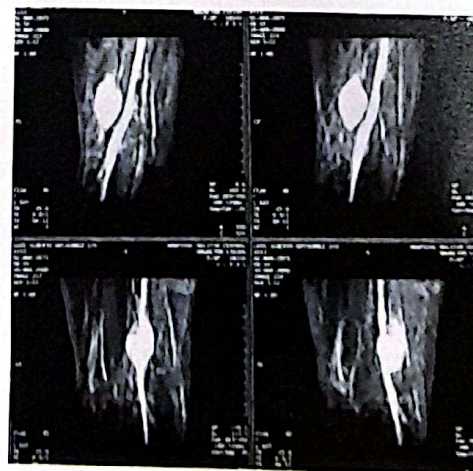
La angiorresonancia muestra que la masa no corresponde al vaso vecino.
